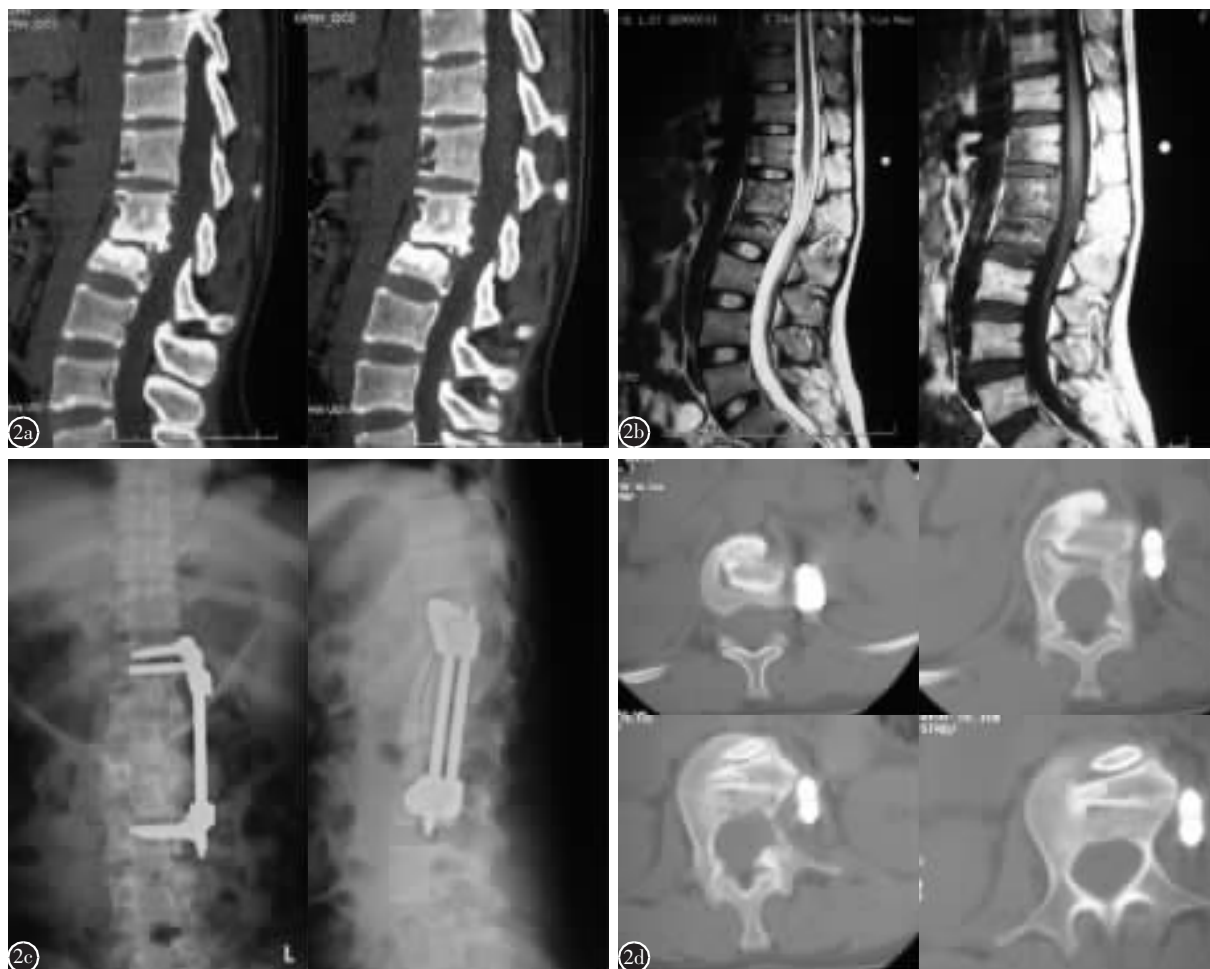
患者男,39岁 a 术前矢状位 CT 示 T12~L2 多椎体骨破坏,有死骨、空洞及骨硬化,椎间隙变窄,局部后凸畸形, T12 椎体仅累及椎体前侧 b MRI 矢状位 T2、T1 加权像示 T12~L2 骨质破坏、T12/L1 及 L1/L2 椎间盘均有破坏 c T12~L2 前路病灶清除、取髂骨及肋骨植骨、前路钉棒系统内固定术后正侧位 X 线片示内固定位置良好 d 术后 8 个月复查 CT 片示植骨界面模糊,有骨小梁通过,内固定无松动,无椎旁脓肿
